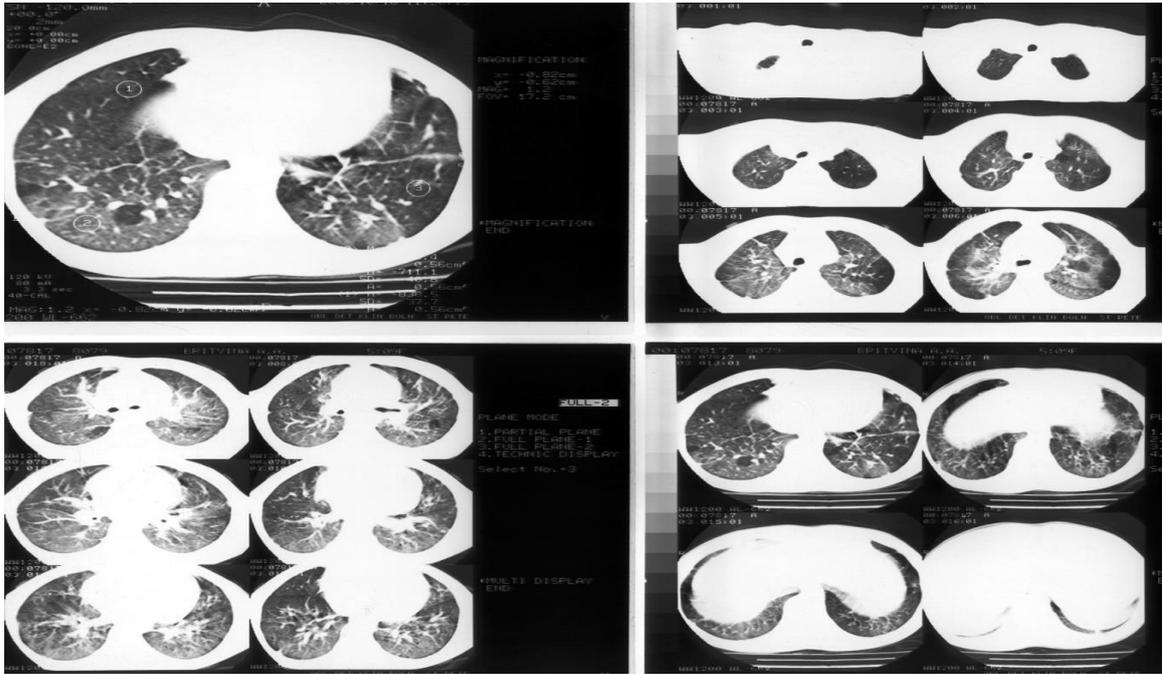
Компьютерно-томографическая картина органов грудной клетки у девочки Б. в возрасте 5 лет (2003г)
